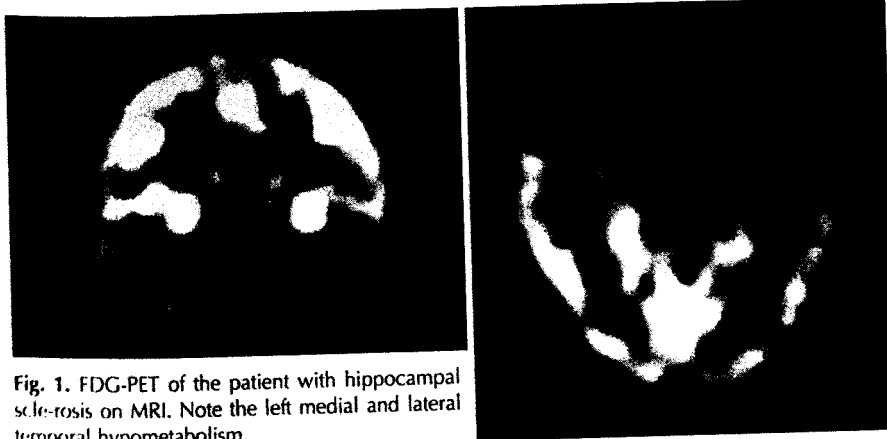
FDG-PET of the patient with hippocampal sclerosis on MRI. Note the left medial and lateral temporal hypometabolism.
